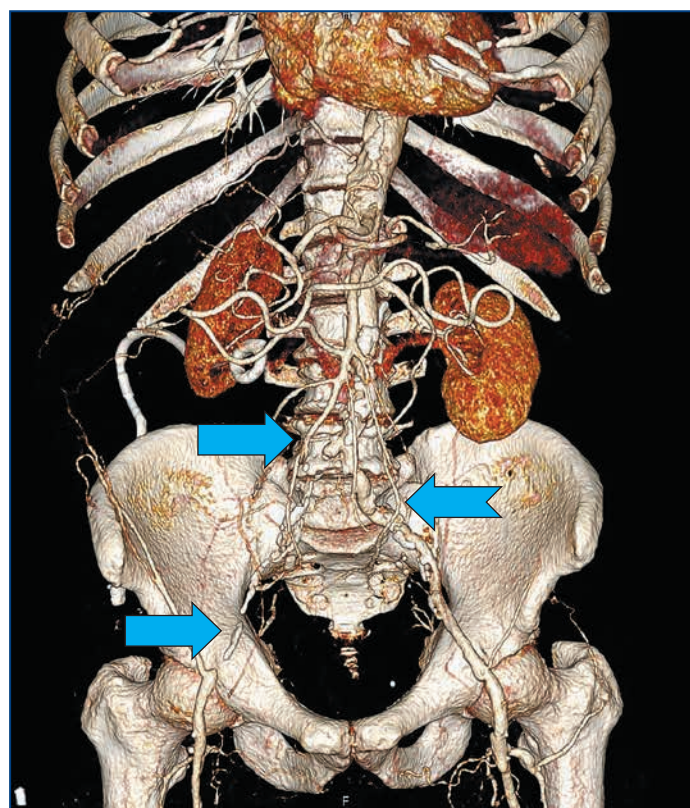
Контрастно усиленная КТ-ангиография артерий нижних конечностей с 3D-реконструкцией
